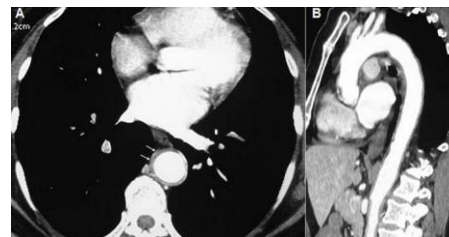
TDM thoraco-abdominale dans le plan axial (A) et en reconstruction coronale; (B) Épaississement pariétal circonférentiel et régulier de l'aorte thoracique et abdominale (flèches)
